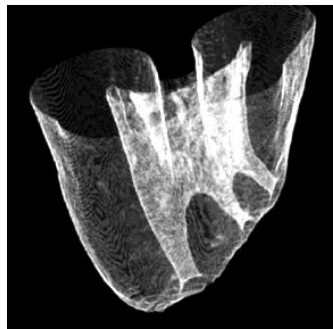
micro-CT scan des 5 mm apicaux d'un système canalaire en « C » d'après Cheung et coll. [25].
